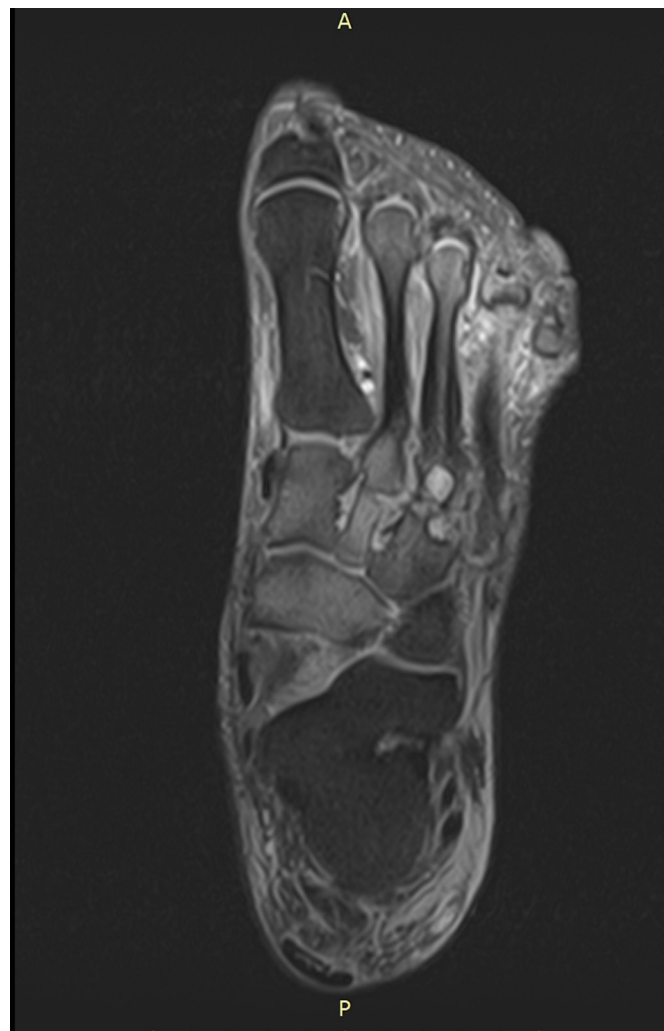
Аксиальный срез МР-томограммы. Режим жироподавления. Поражение I, II клиновидных, ладьевидной костей, проксимальной головки II плюсневой, возможно, III клиновидной кости (светлые области – отек костного мозга).
